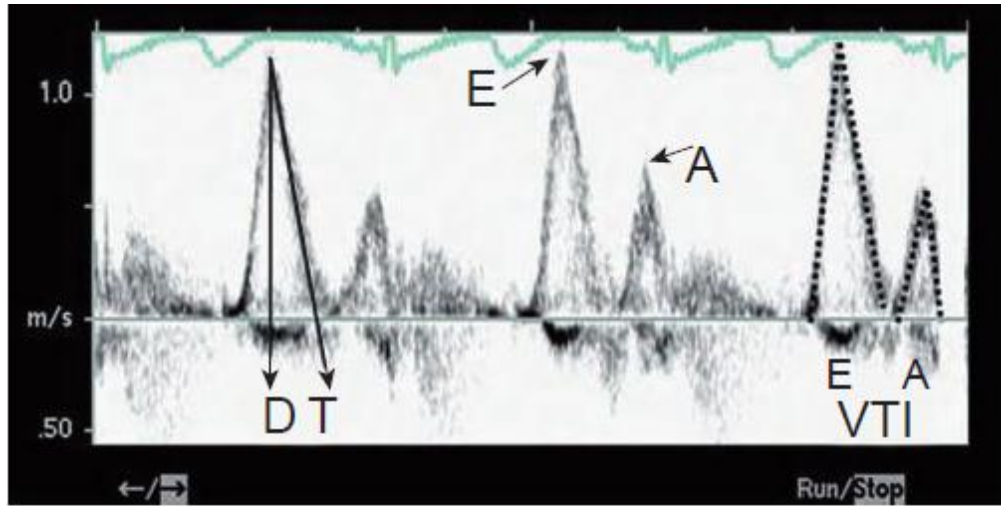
Typical mitral inflow Doppler during childhood. Note the dominant peak E and smaller peak A velocities. The velocity time integrals of the E wave (E VTI) and A wave (A VTI) are outlined. Deceleration time (DT) is measured from the peak E velocity to cessation of early diastolic flow (arrows).
